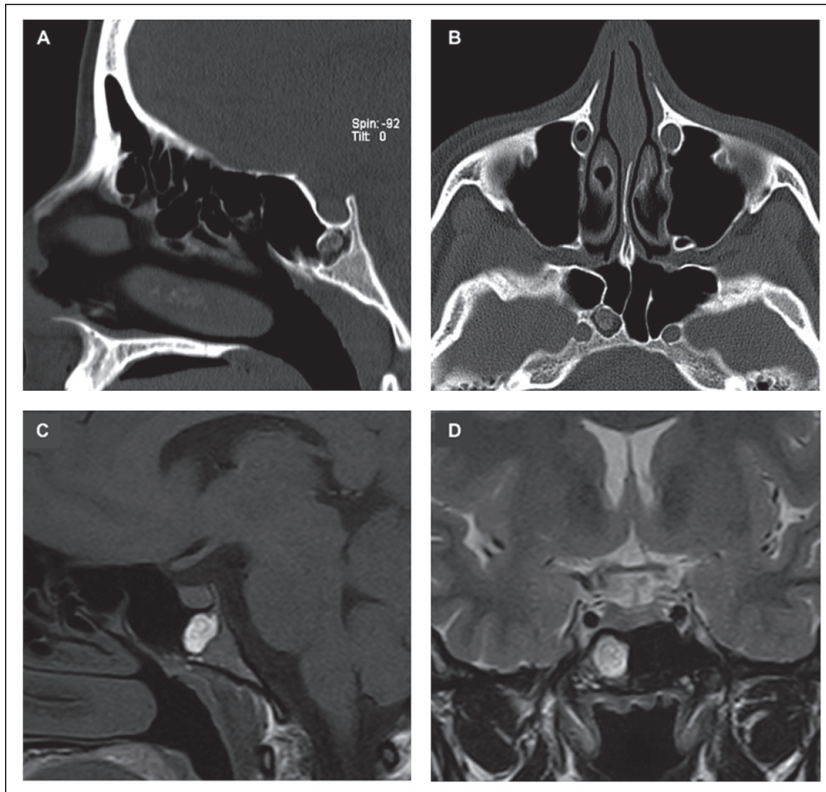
A y B: Reconstrucción sagital (a) y axial (b) de TC de cavidades paranasales que muestra una lesión de bordes bien definidos con contenido hipodenso y foco de osificación redondeada en su interior con trabeculado óseo. C y D: Secuencia ponderada en T1 sagital (c) y secuencia ponderada en T2 coronal (d) de RM de cavidades paranasales que muestra una lesión esfenoidal derecha de bordes bien definidos, predominantemente hiperintensa en secuencias T1 y T2, con zonas de baja señal curvilíneas en relación al trabeculado óseo visto en TC.
